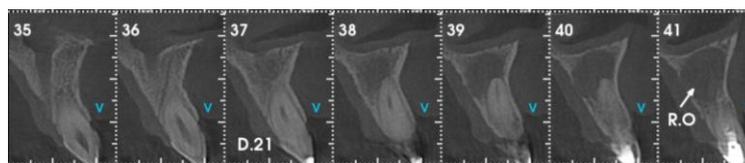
Tomografia Computadorizada - Ruptura de cortical óssea palatina do 22. Fonte: os Autores.
